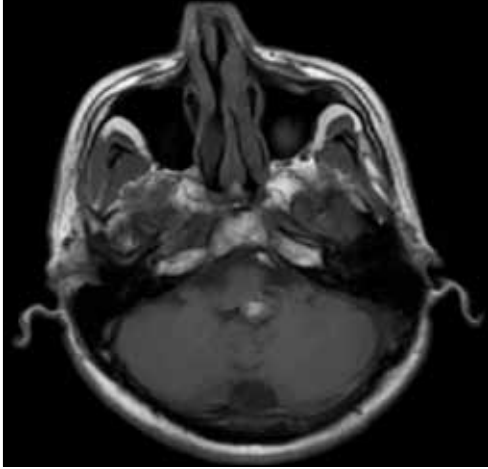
Serebral kavernom preoperatif T2 MRG.
